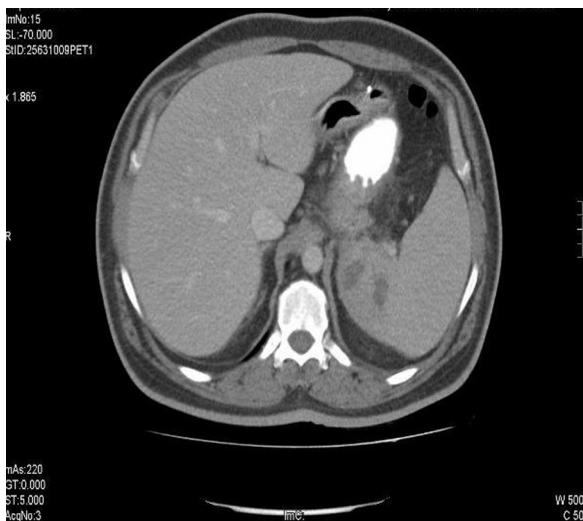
TC toracoabdominal con contraste oral sin fugas y presencia de infarto esplénico en polo superior.
